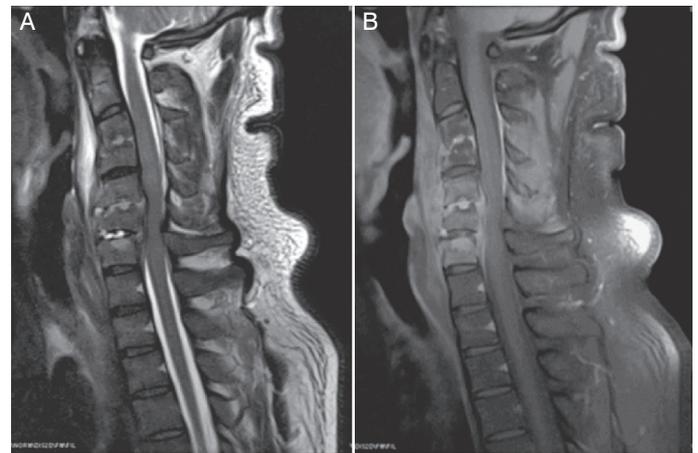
(A) RM simple en T2 de la región cervical corte sagital sobre la línea media donde se observan cambios de destrucción vertebral principalmente de las plataformas C3-C4 y C5-C6, disminución del espacio del conducto medular cervical. (B) RM contrastada en T1 de la región cervical corte sagital sobre la línea media donde se observa aumento de la captación de los cuerpos vertebrales desde C3 hasta C7 así como irregularidad de sus plataformas, un absceso prevertebral desde C2 hasta T1 y colección intrarraquídea con compresión medular.
